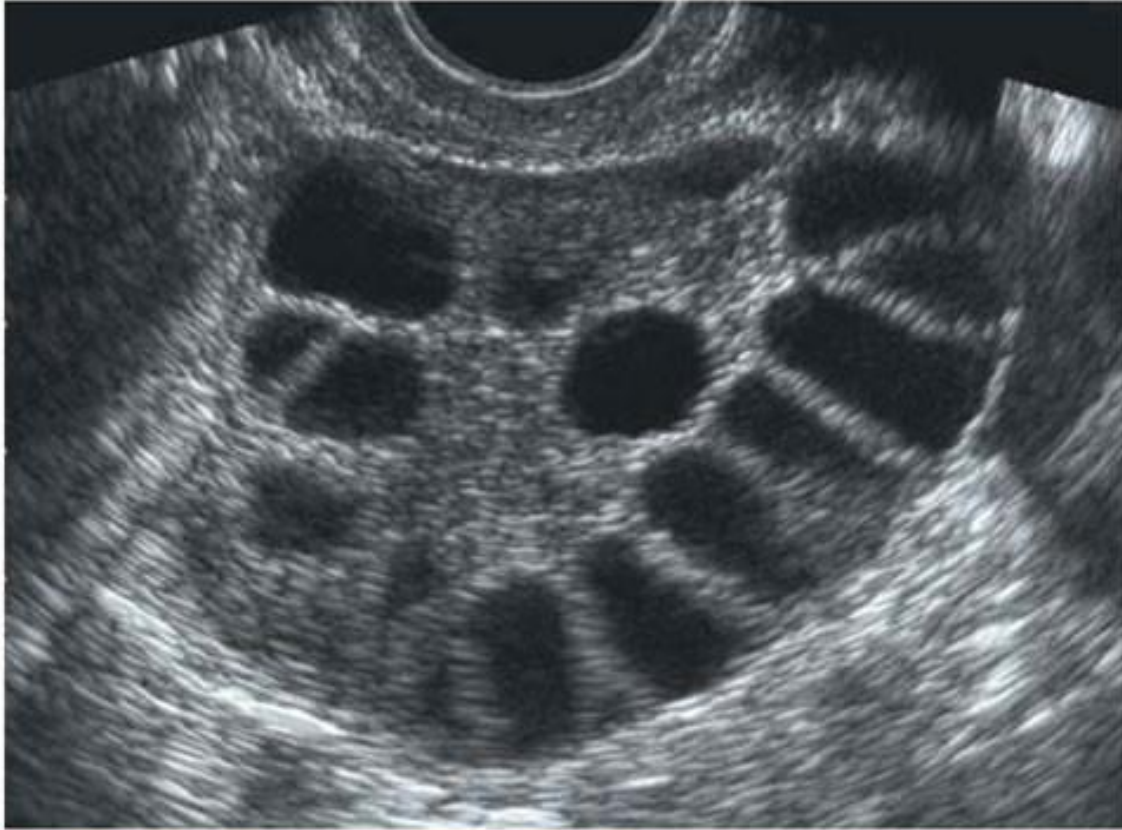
Aspect échographique d'ovaires polymicrokystiques. La longueur et la largeur de l'ovaire sont exagérées ainsi que sa superficie et son volume (> 10 mL). Le nombre d'images folliculaires mesurant 2 à 9 mm dépasse 12. Ces images sont principalement réparties en périphérie de l'ovaire. Le stroma centro-ovarien paraît épais et hyperéchogène.*
